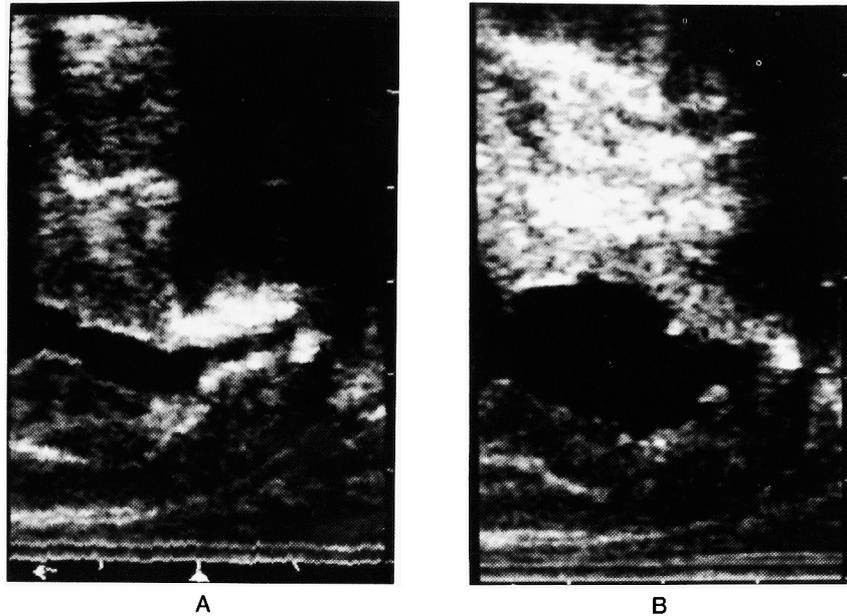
Transrectal ultrasonograms at voiding of the present case before (A) and after (B) transurethral operation.
